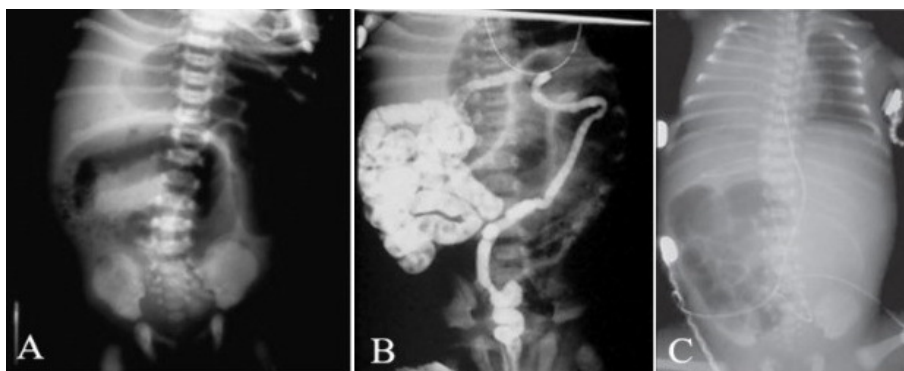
A: Radiografie abdominală simplă, imagini aerice mari;
